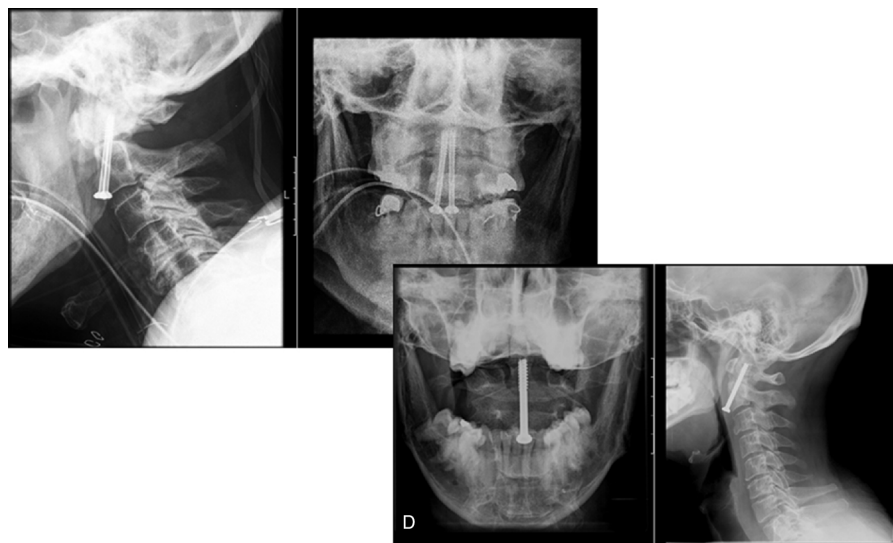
Exemplos de radiografias pós-operatórias.
